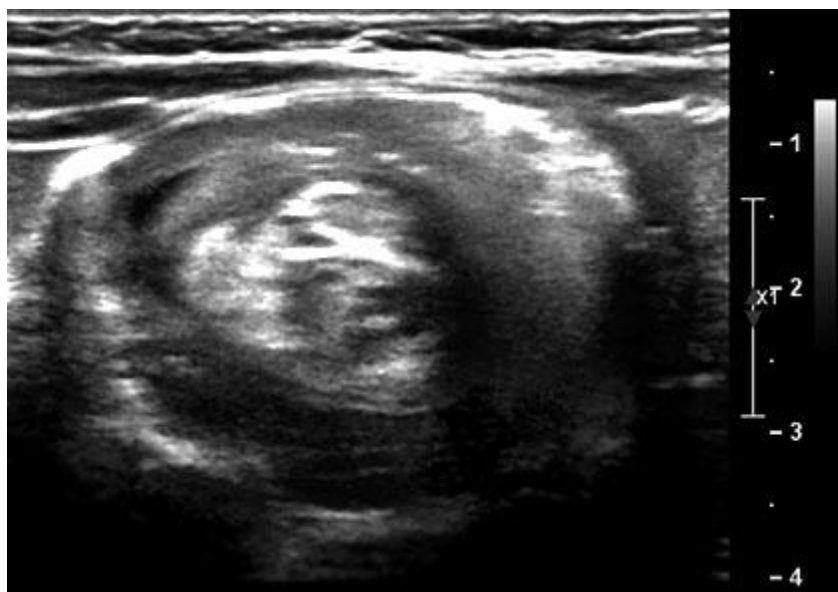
Ultrasonido de abdomen donde observa una imagen con dos anillos hipoeoicos separados por un anillo hiperecoico diagnóstico de una intususcepción.
